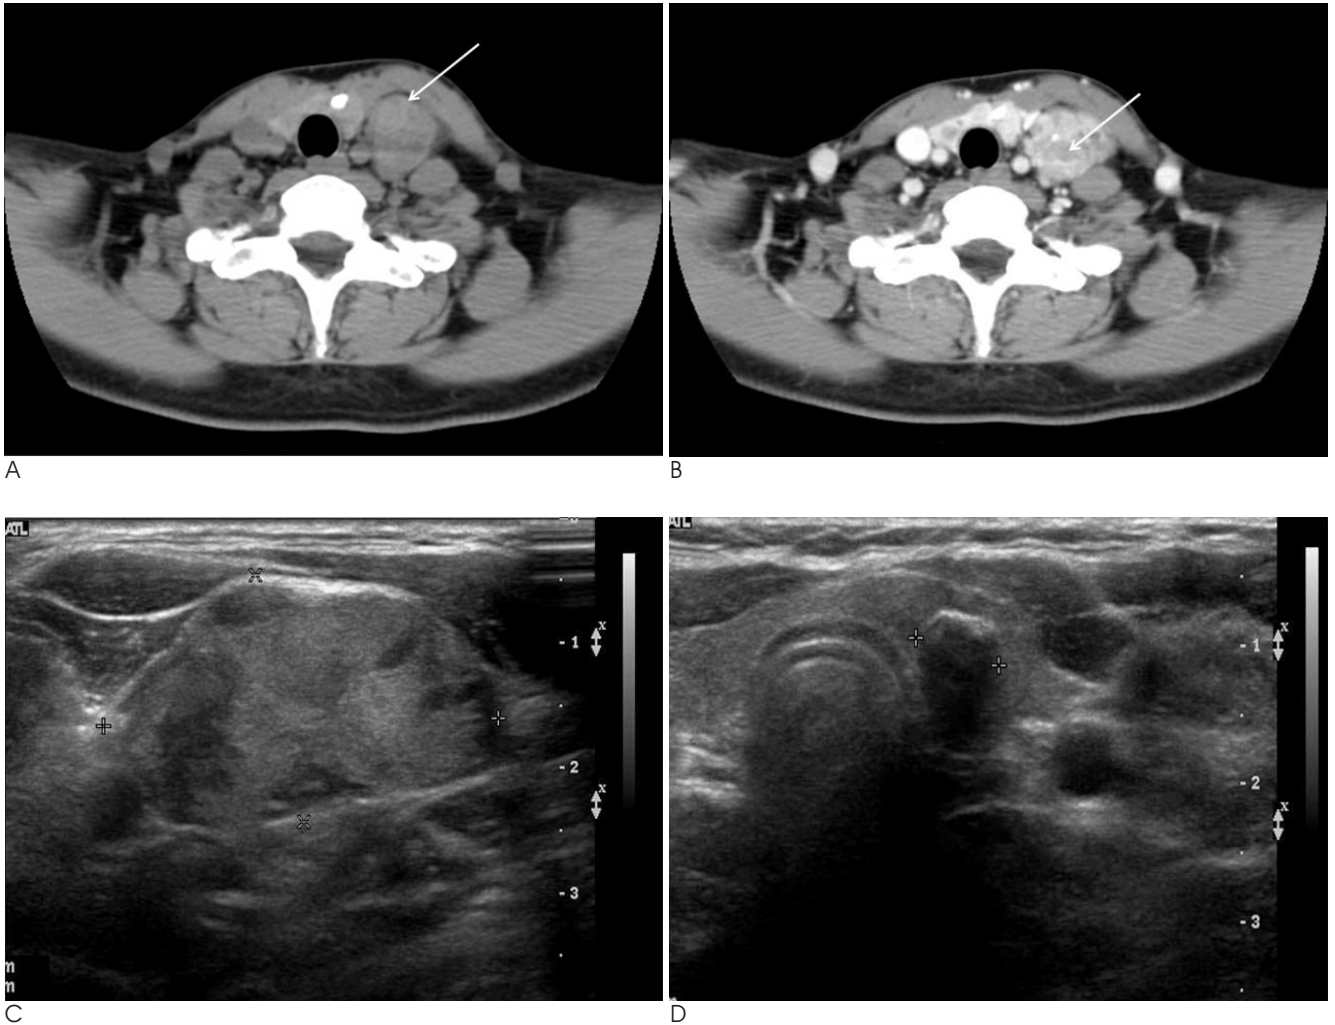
Neck CT and ultrasonography of goiter and left neck mass in 45-year-old female.
